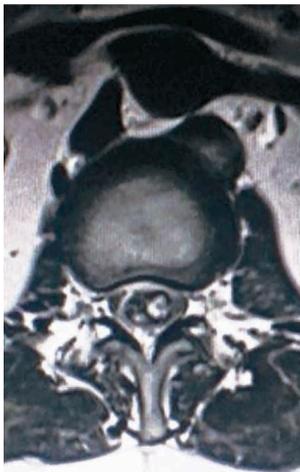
Resonancia magnética de la columna lumbosacra en corte axial en secuencia T2 a nivel de L1, evidenciando compresión de las raíces nerviosas de predominio del lado izquierdo
